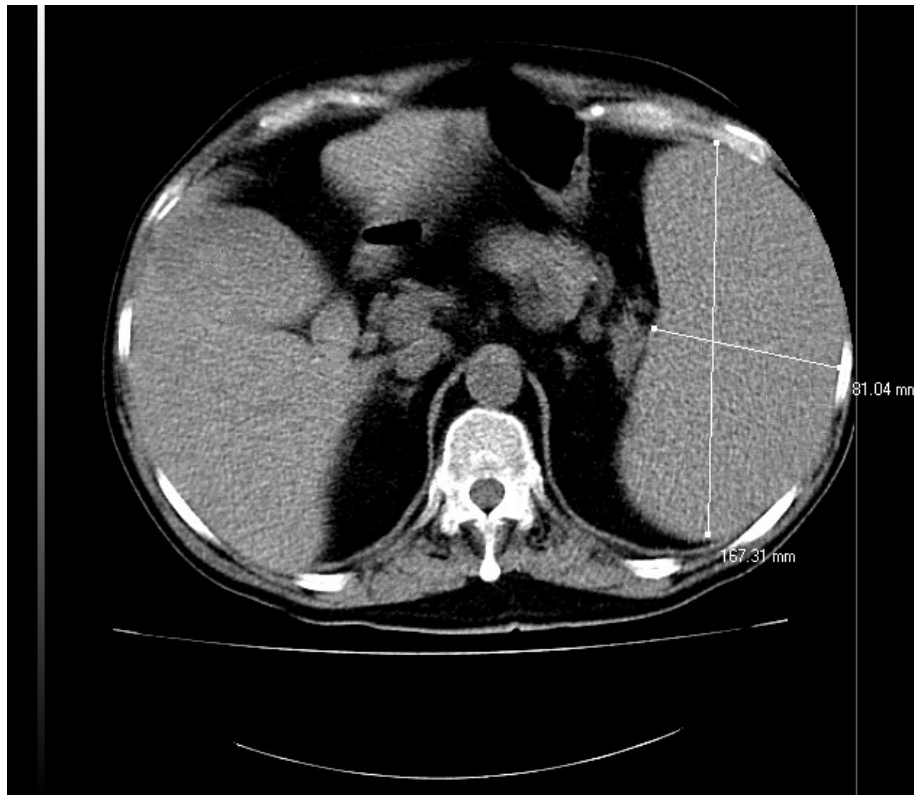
Tomografía axial computarizada que muestra la esplenomegalia masiva.
